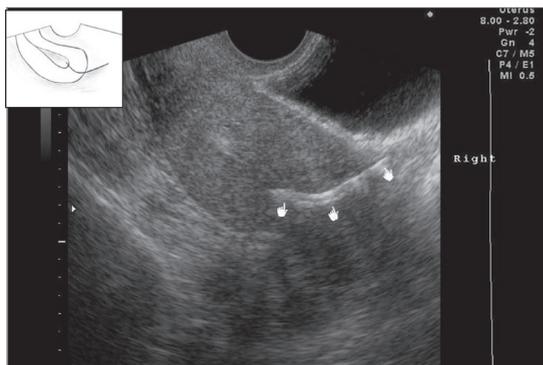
Ultrasonido simple transvaginal.
